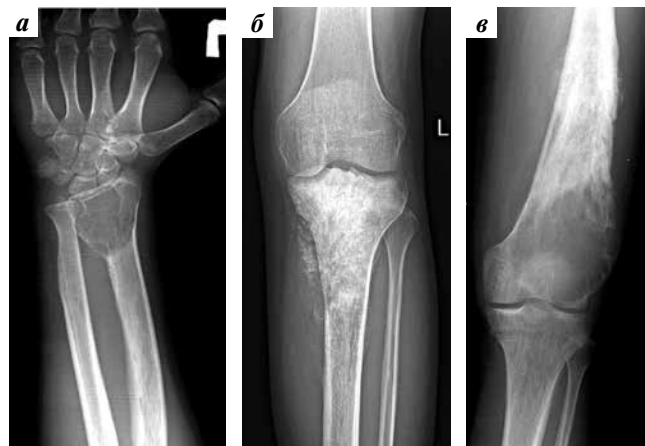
Рентгенография: а — зона литической деструкции в дистальном эпиметафизе лучевой кости при гигантоклеточной опухоли; б — зона пластической деструкции в проксимальном эпиметадиафизе большеберцовой кости при остеосаркоме; в — зона смешанной деструкции в дистальном эпиметадиафизе бедренной кости при остеосаркоме
